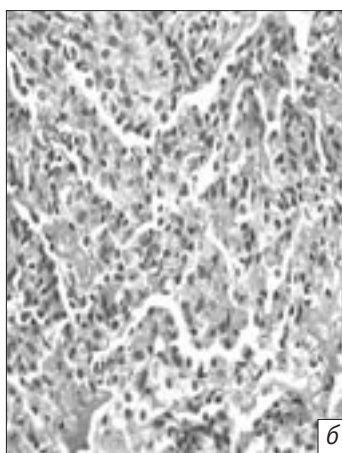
ЭАА, острое течение. Рентгеноморфологические особенности картины «матового стекла»:
